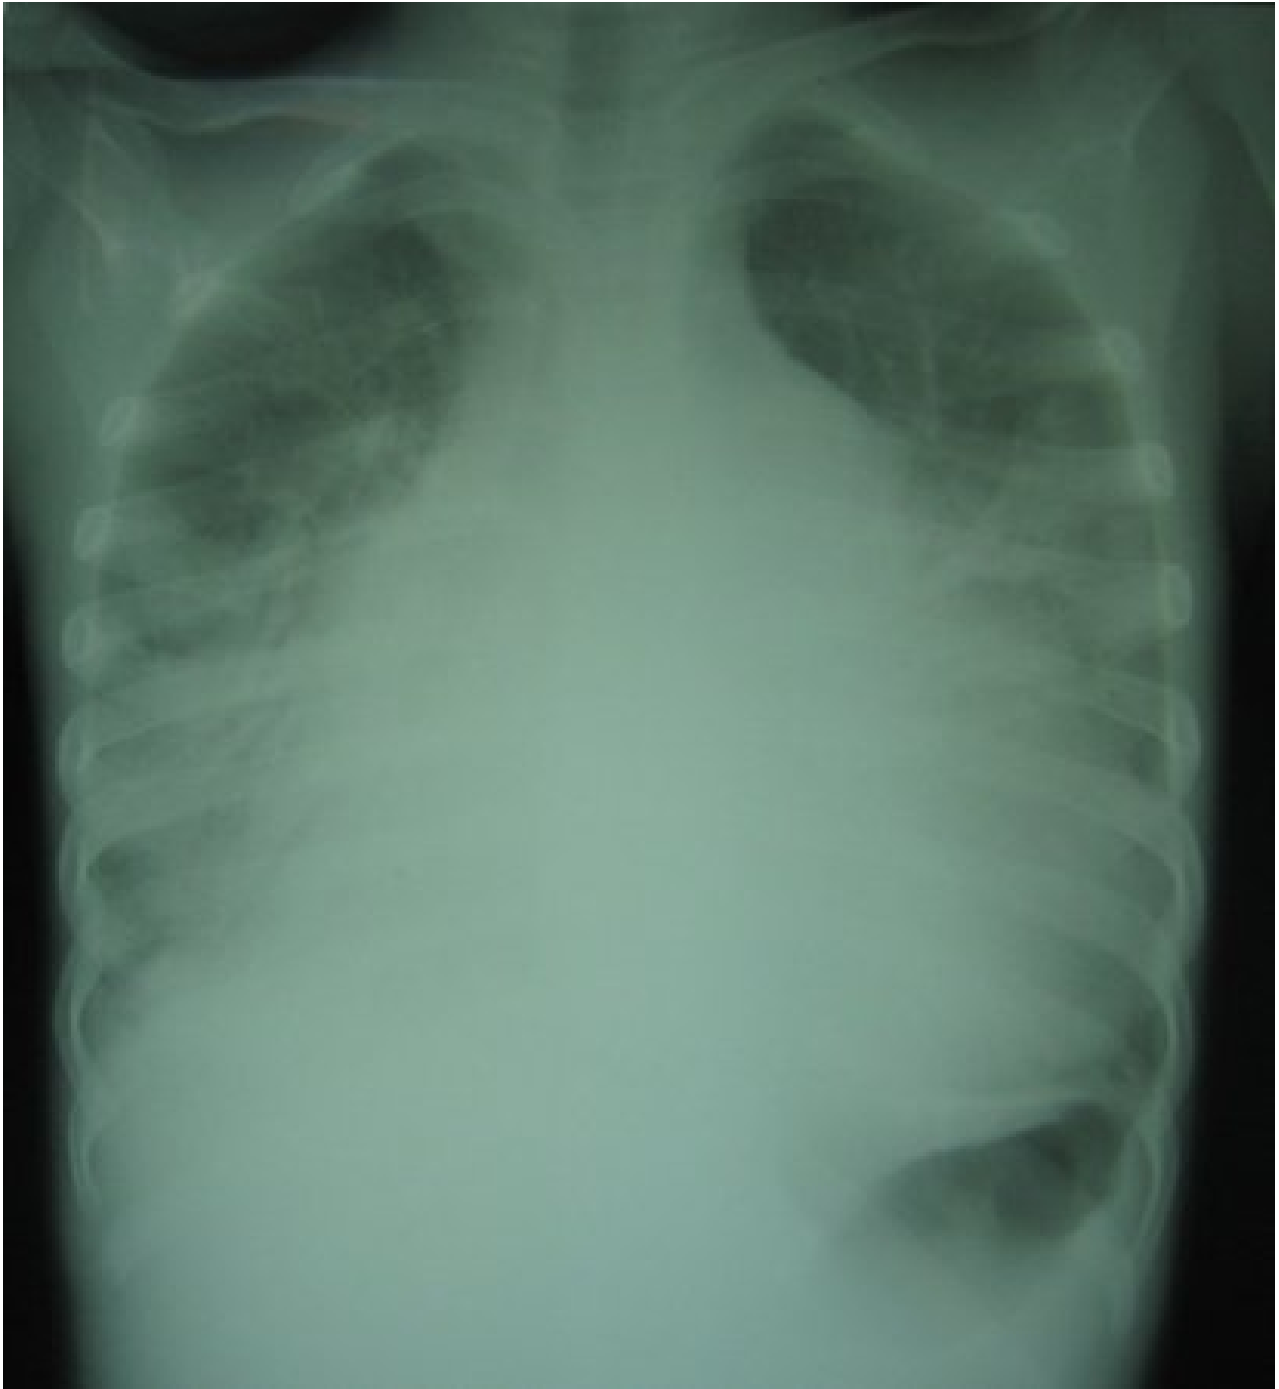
Radiografia torácica de insuficiência cardíaca biventricular ocasionada por cardite aguda na febre reumática
